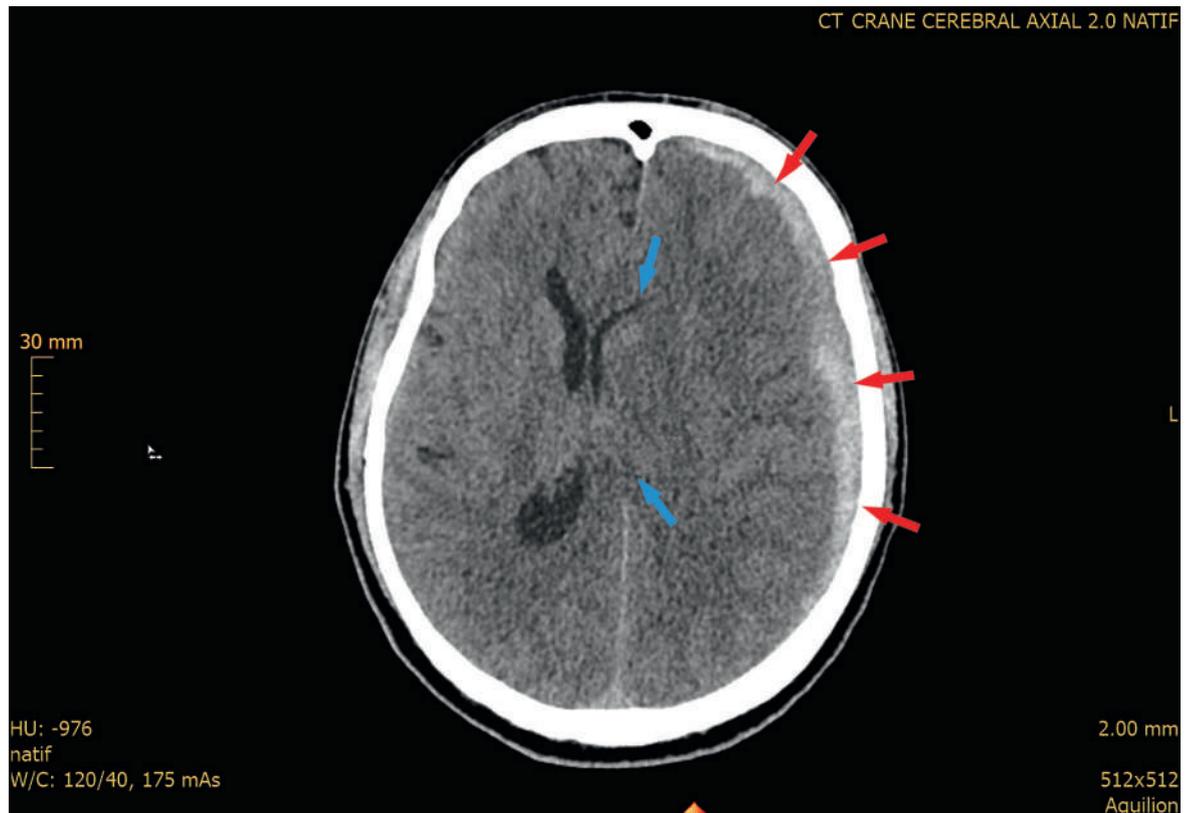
CT-scan cérébral axial natif à l'admission. Hématome sous-dural de la convexité gauche (flèches rouges) entraînant un engagement uncal gauche et sous-falcoriel vers la droite, une lamination du ventricule latéral gauche et un effacement des sillons corticaux de l'hémisphère gauche, une déviation de la ligne médiane de 11 mm vers la droite (flèches bleues).
